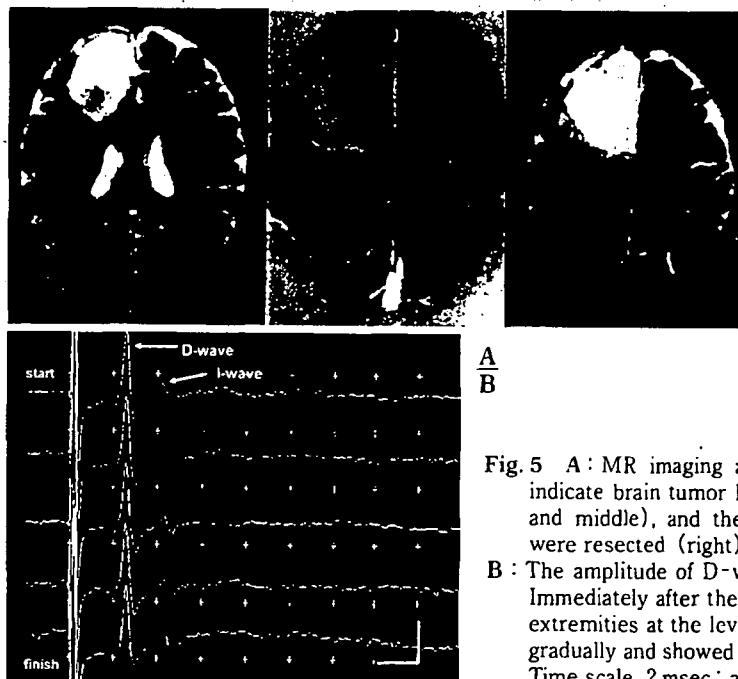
A : MR imaging and surface anatomy scanning with venography indicate brain tumor locating in the supplementary motor cortex (left and middle), and the supplementary motor cortex and brain tumor were resected (right).
